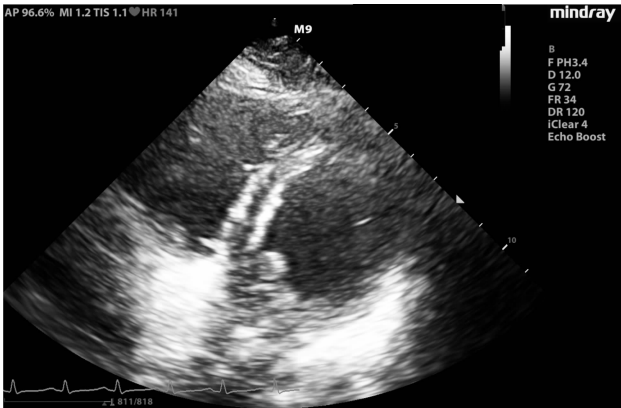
病例 3 心脏重点超声检查左室 D 字征(S)
